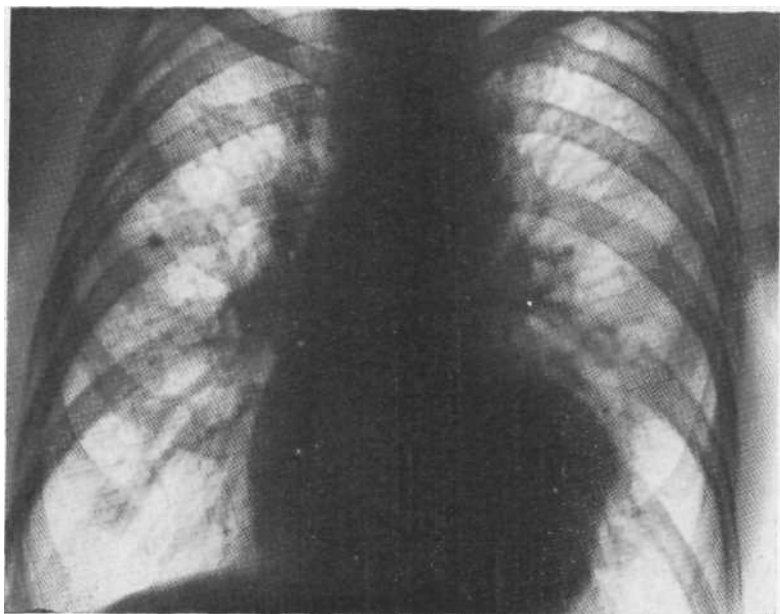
Обзорная рентгенограмма. Аневризма левого желудочка.
